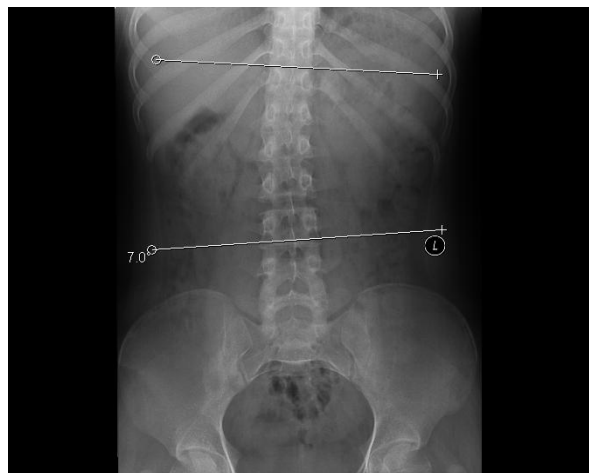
L-spine X-ray 2010-3-5 Cobb's angle 7°
